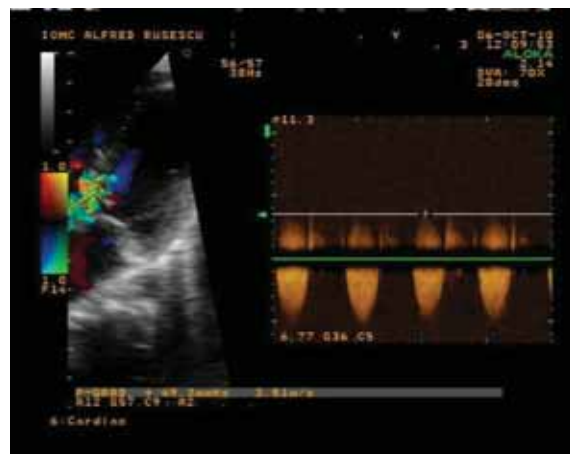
Ecocardiografie la a treia evaluare clinico-biologică
